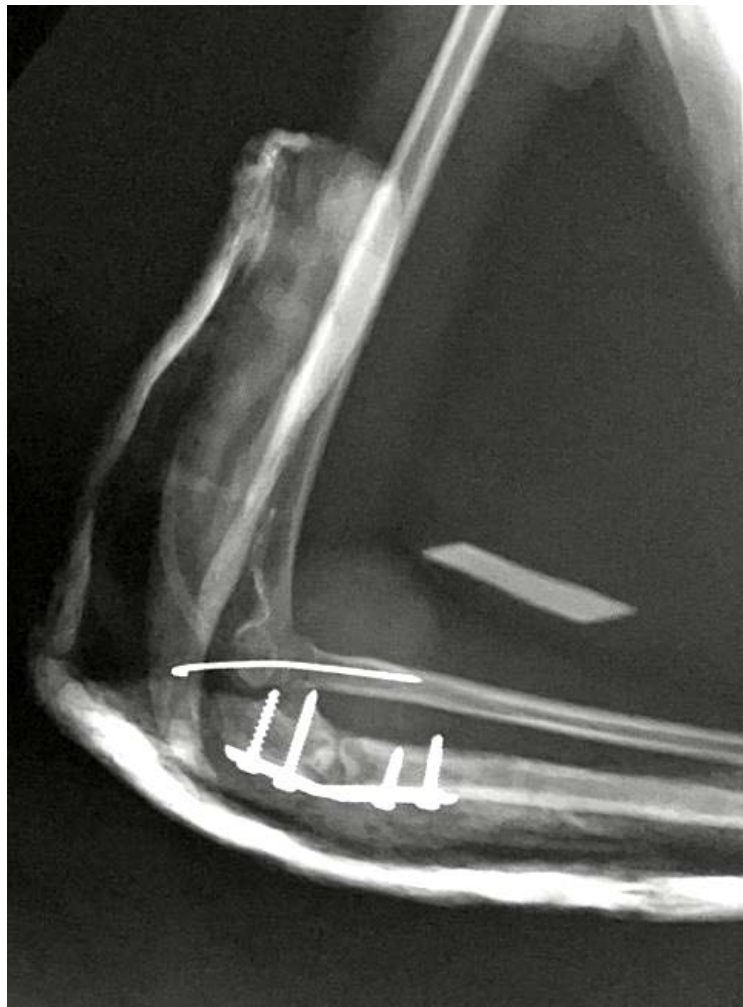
Radiographie de profil montrant la procédure de Bouyala
